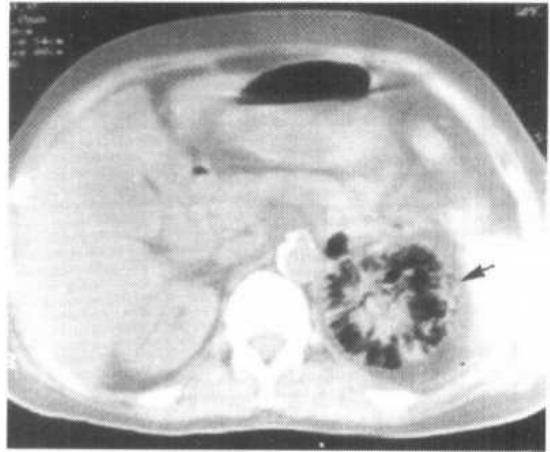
左肾急性气肿性肾盂早期 CT 表现为“菠萝征”(↑)
